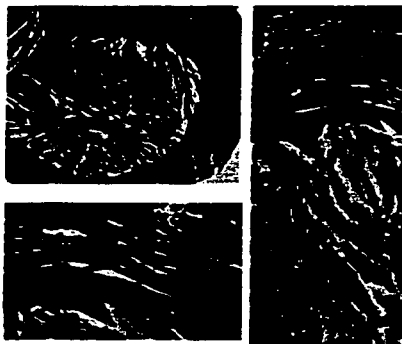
Quiste periapical ^(Beer)
